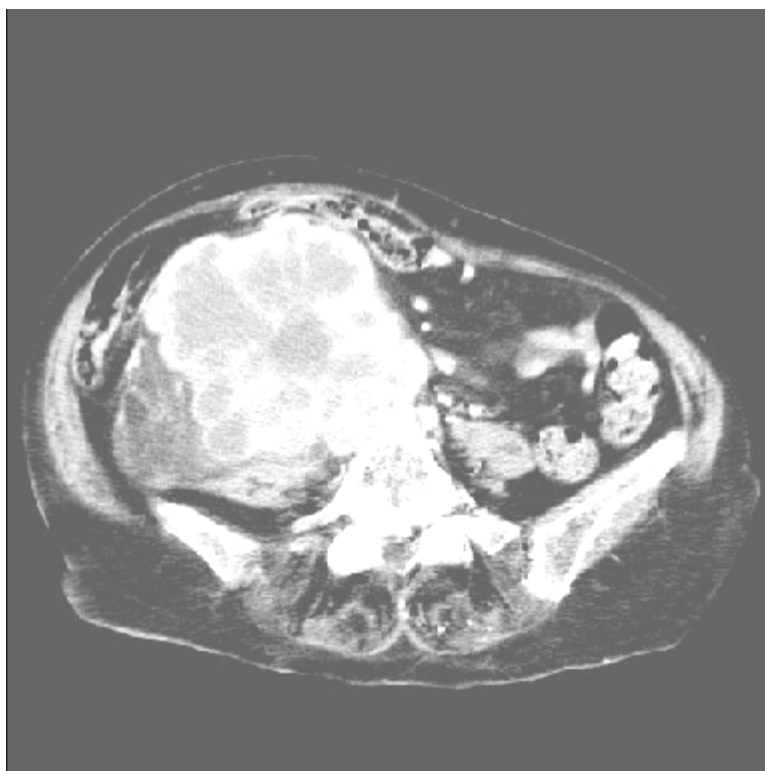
Coupe TDM avec injection de PC ; masse tissulaire nécrosée polylobée avec composante graisseuse, refoulement des structures digestives en avant, et contact avec la vertèbre : Liposarcome rétro péritonéal. [44]
